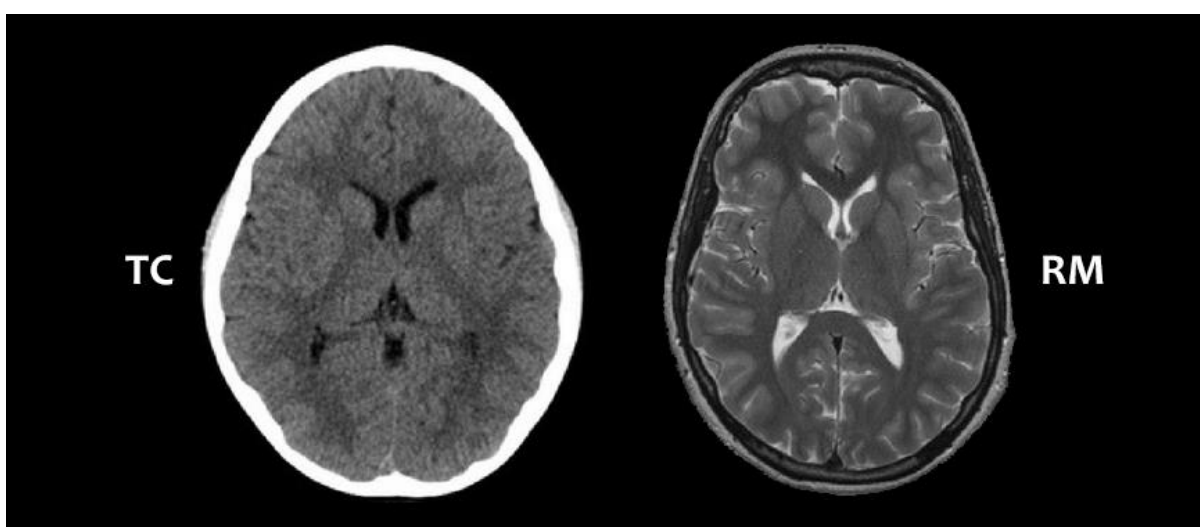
Imagens de TC e RM do cérebro
